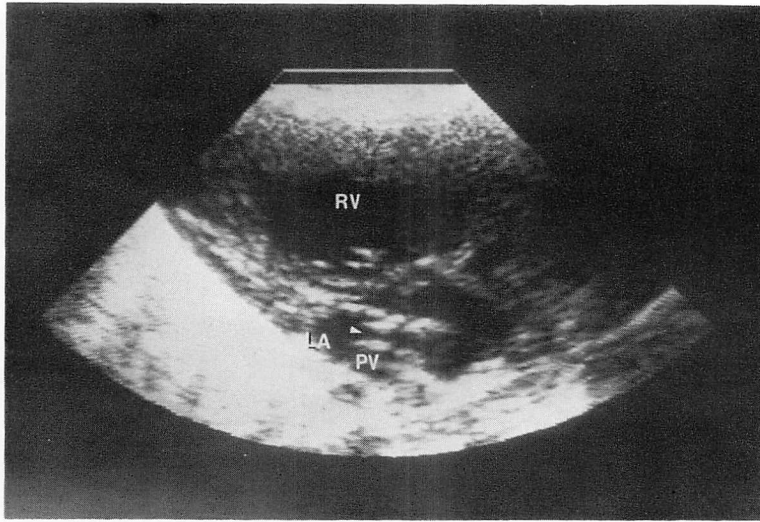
Parasternal long-axis view of a patient with total anomalous pulmonary venous connection to the coronary sinus (Case 11).
